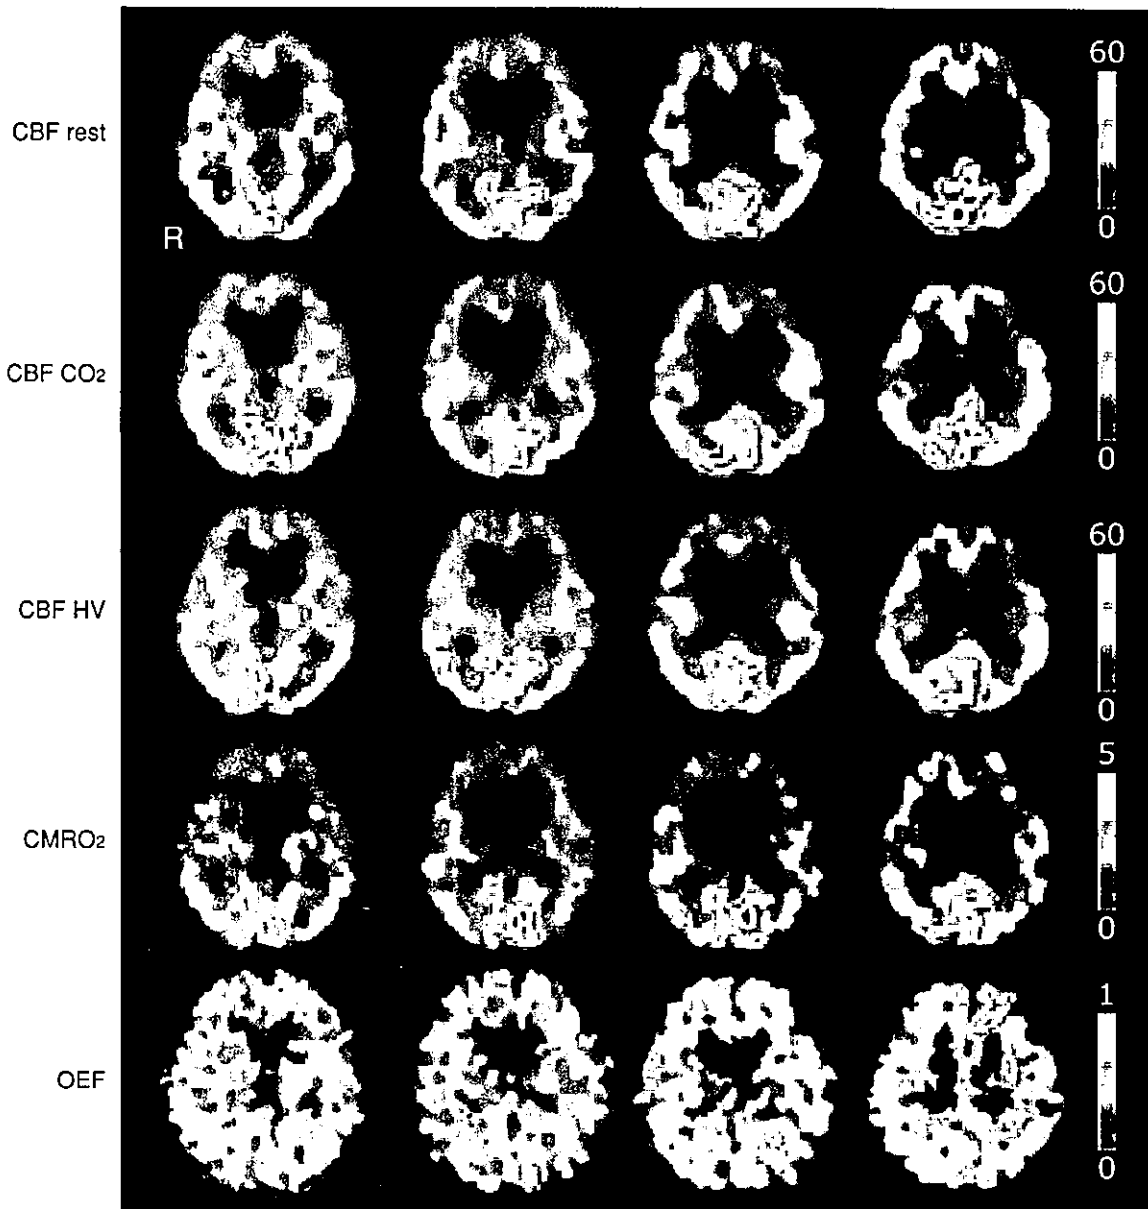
多発性ラクナ梗塞による皮質下性血管性痴呆の 40 代における PET 画像
